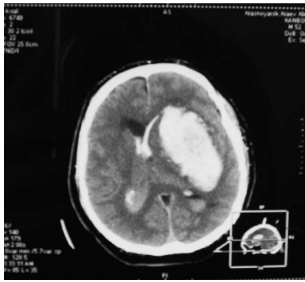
МСКТ-снимок головного мозга больного К., 60 лет. Обширная путамённая гематома слева с дислокацией срединных структур и проникновением крови в желудочковую систему.
